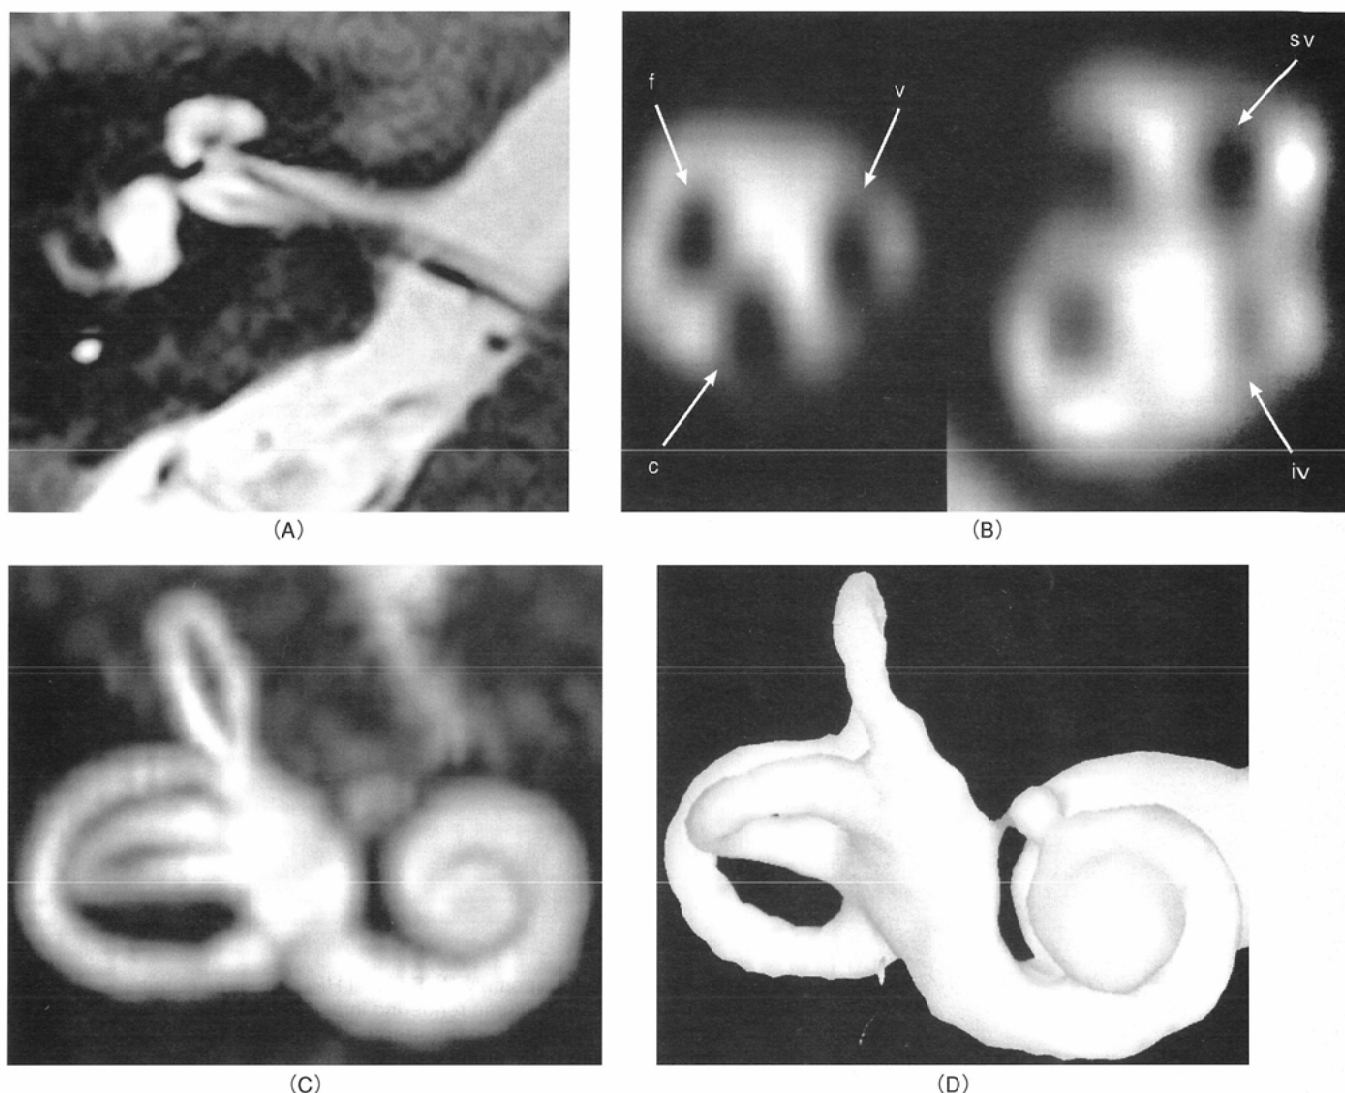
High-resolution heavily T2-weighted images obtained with a 3D FASE sequence. (A) Original axial image, and (B) MPR images perpendicular to the internal auditory canal (IAC) clearly show the facial and vestibulocochlear nerves. Three and four nerves can be identified in the mid portion (left image of B) and bottom (right image of B) of the IAC, respectively. (C) MIP image and (D) surface rendering image of the labyrinth.
